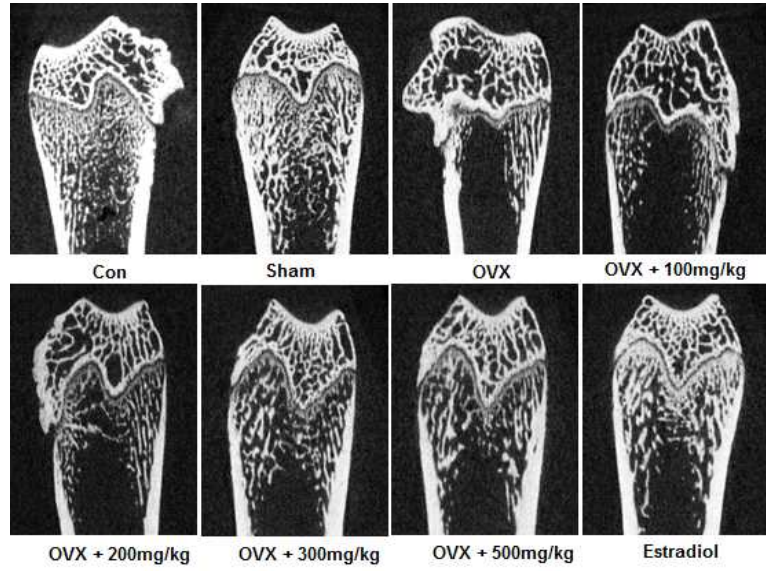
마이크로-CT를 이용한 내측-근위 경골의 관상 이미지
